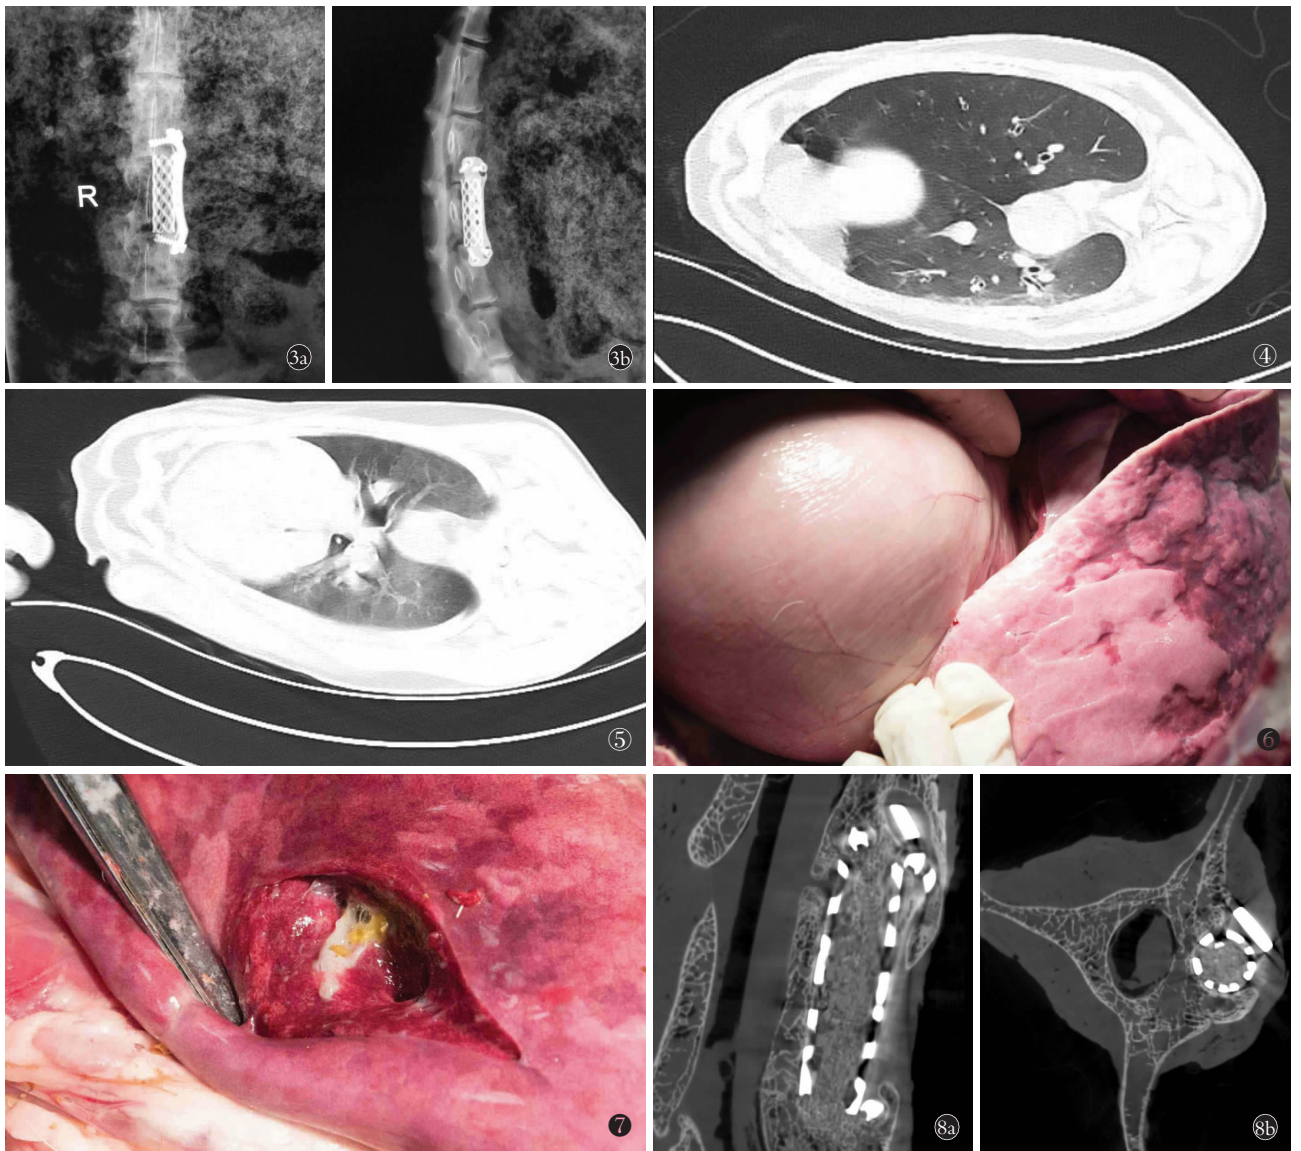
术后山羊腰椎 X 线片示钛笼位置及接骨板固定良好 3a. 正位片 3b. 侧位片 图 4 右肺纹理增粗, 支气管扩张 图 5 治疗后右肺纹理变细, 支气管正常 图 6 瘤胃鼓胀, 肺脏淤血 图 7 支气管内有稀糊状胃内容物 图 8 术后 3 个月山羊腰椎 Micro-CT 可见钛笼与上下椎体融合, 有较多的骨痂形成 8a. 矢状位 8b. 水平位
